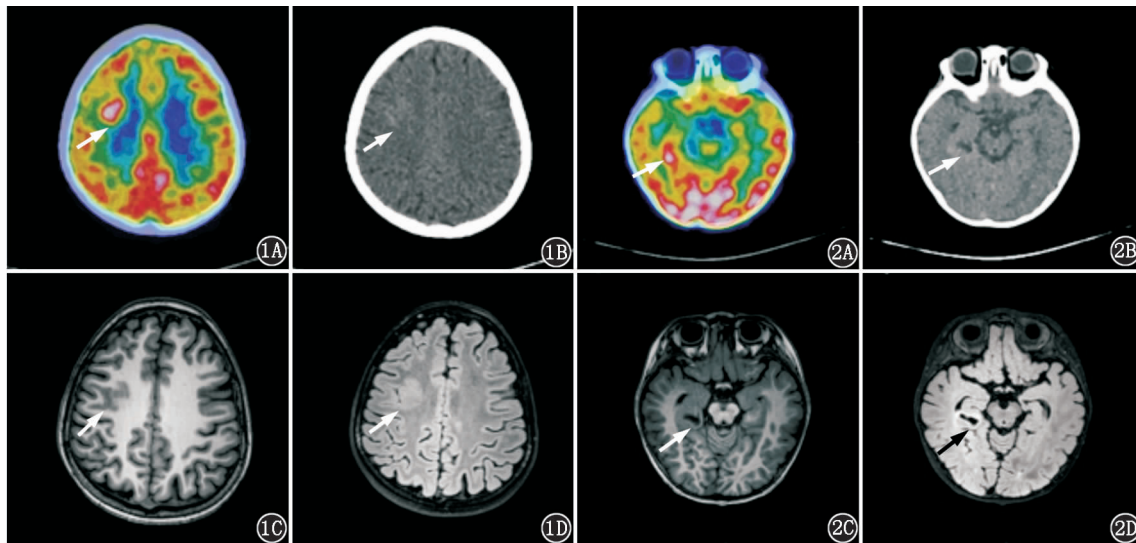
皮质发育畸形患儿(男,7岁)影像学检查图。患儿间断抽搐6年余。术前头皮脑电图(EEG)提示右侧额叶、中央区、顶区放电。术中 EEG 监测:右侧额中回后部放电明显,遂行癫痫灶切除。1A,1B. ¹⁸F-脱氧葡萄糖(FDG) PET/CT 显像示,右侧额叶中央前沟底部皮质葡萄糖代谢增高灶(箭头示),局部密度略增高(PET/CT 检查当天注射显像剂后 0.5 h 内发作 1 次); 1C, 1D. MRI T₁ 加权成像(WI)及 T₂ 液体衰减反转恢复序列(FLAIR)示右侧额叶中央前沟与额上沟交界处脑皮质增厚, T₁ WI 呈稍低信号, T₂ FLAIR 呈稍高信号(箭头示) 图 2 皮质发育畸形患儿(女,2岁)影像学检查图。患儿间断抽搐发作 15 个月余。术前头皮 EEG 提示右侧枕、后颞区放电。术中皮质 EEG 提示右侧额叶前部、颞底放电明显,遂行癫痫灶切除。2A,2B. ¹⁸F-FDG PET/CT 显像示,右侧额叶内侧皮质略高密度灶(箭头示),葡萄糖代谢增高,其内可见囊状低密度灶(PET/CT 检查当天无发作); 2C,2D. MRI T₁ WI 及 T₂ FLAIR 示右侧海马旁回囊性占位, T₁ WI 呈低信号, T₂ FLAIR 呈低信号(箭头示)
